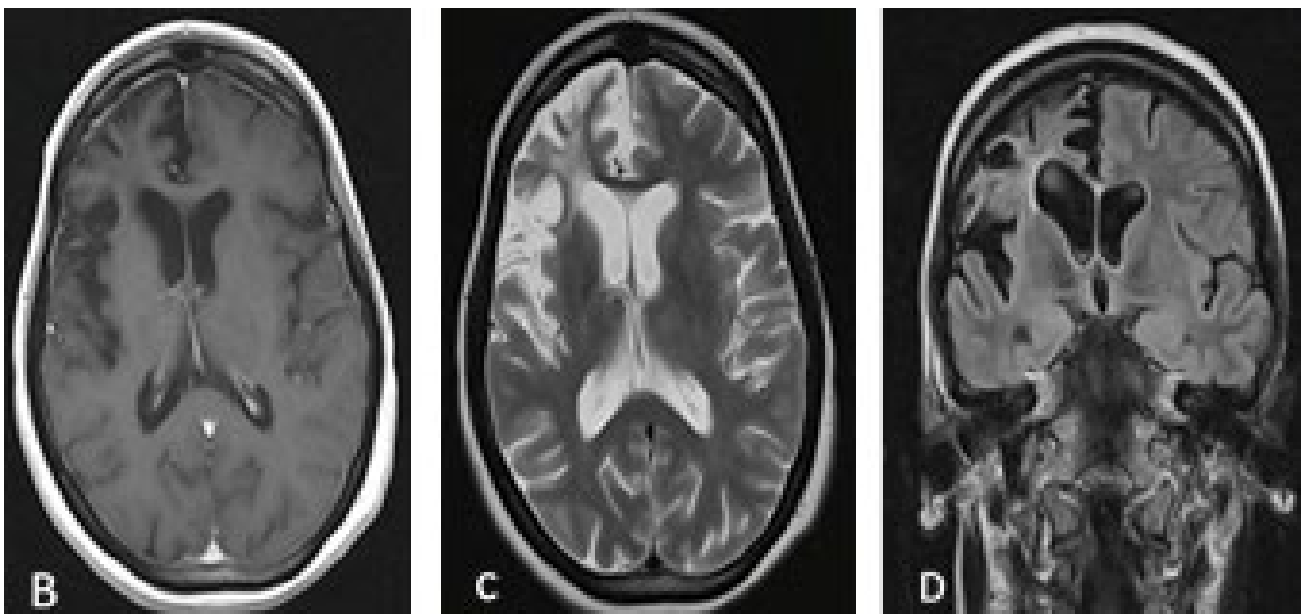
Corte axial de RM potenciada en T1 en la cual se observa dilatación del ventrículo lateral derecho y atrofia corticosubcortical marcada en región frontotemporal ipsilateral. C, corte axial de RM potenciada en T2 en la cual se observa una imagen hiperintensa en región subcortical frontal derecha. D, corte coronal de RM potenciada en FLAIR que muestra dilatación del asta frontal del ventrículo lateral derecho y atrofia ipsilateral.
